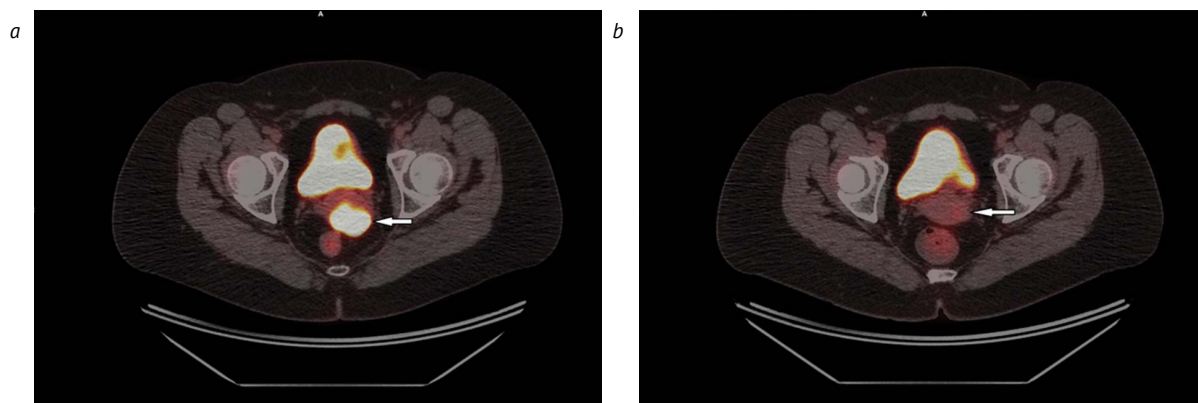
Пациентка П., 39 лет, диагноз: РШМ cT2bN0M0, IIB ст. Представлены аксиальные томограммы ПЭТ/КТ, полученные до (а) и после лечения — двух курсов регионарной терапии (б). До лечения (а) в шейке матки с распространением на стенки верхней трети влагалища визуализируется метаболически активное образование (белая стрелка), с SUV_{max} 14,3 (MTV_{41} 12,7 cm^3 , TLG_{41} 109). После лечения (б) в теле матки гиперфиксации РФП не отмечено; в шейке матки (в области задней губы слева) сохраняется образование с невысоким уровнем накопления РФП (белая стрелка), с SUV_{max} 2,35 (MTV_{41} 2,6 cm^3 , TLG_{41} 4,7)
